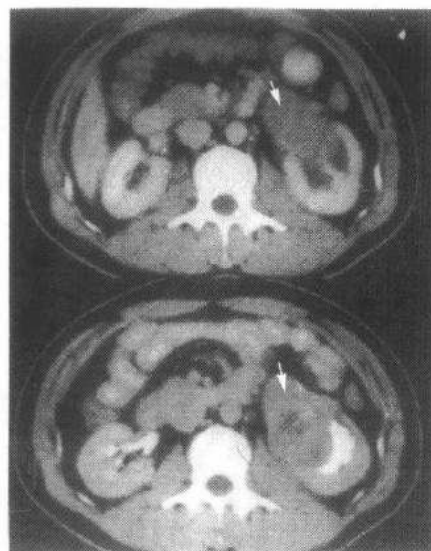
与图 11-3-12a 同一病例 CT 增强扫描此时肾盂内肿块增强至 50Hu (↑)
